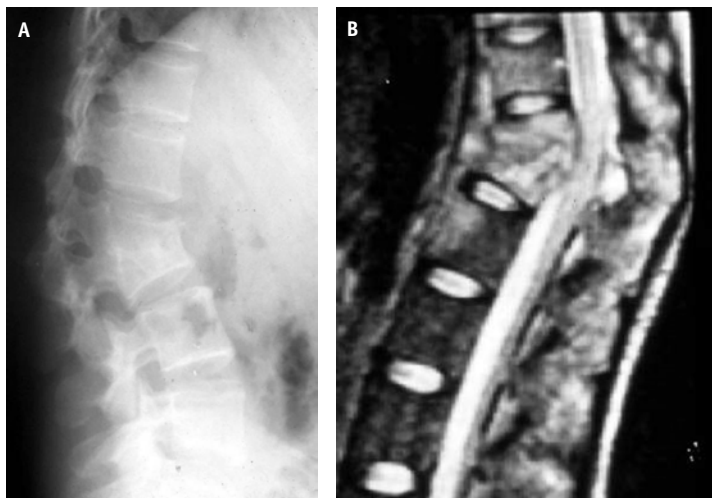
Espondilodiscite tuberculosa em mulher de 60 anos, com dor em região dorsal e antecedente de tuberculose pulmonar. Radiografia e RM (sagital T2) mostrando a cifose angular da doença de Pott em corpos vertebrais mesotorácicos, destruição do disco e hipsinal dos corpos vertebrais adjacentes, além da compressão sobre a medula espinhal.
